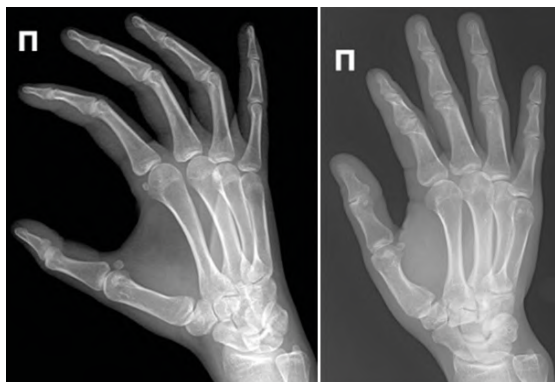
Рентгенограмма правой кисти. Передняя косая проекция
